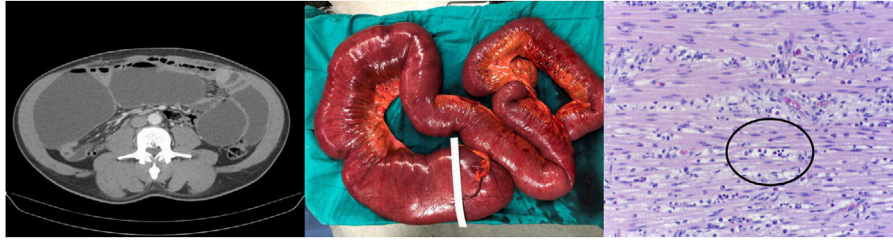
(A) TAC con contraste abdominal donde se aprecia masiva dilatación yeyunoileal compatible con cuadro oclusivo mecánico. (B) Espécimen yeyunoileal resecado donde se aprecia importante dilatación del tramo yeyunoileal. (C) Muestra de pared yeyunal con H-E (20×) donde se indica con un círculo un infiltrado de eosinófilos en la capa muscular propia.
